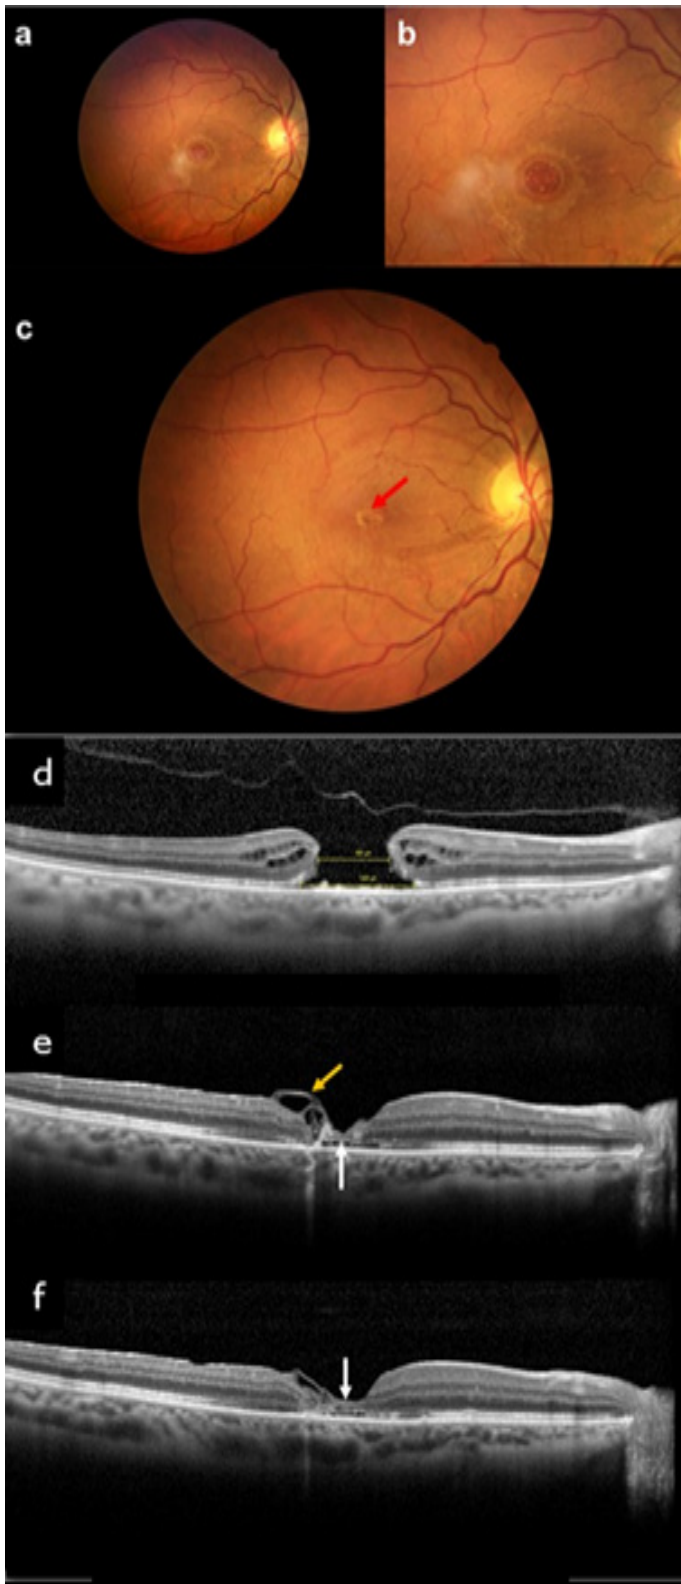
Pre- and postoperative retinography and tomographic appearance of a large idiopathic macular hole operated by the temporal inverted flap technique (a,b) Preoperative retinography (b) high magnification) in a 62-year-old woman showing a full thickness macular hole (TM) evolving for 10 months exposing the pigment epithelium with lifting of the TM edges; (c) Retinography at 1 month post-op showing closure of the hole (red arrow); (d) Pre-operative OCT-SD showing a large macular hole of 721 μm ; best corrected visual acuity (BCVA) at distance at 2 LogMAR with absolute central scotoma; (e) OCT-SD at 1 month post-op: closure of the macular hole with formation of the inner retinal bridge connecting the 2 edges of the macular hole (white arrow), the outer neuroretina is not yet developed. The temporal flap is clearly visible (yellow arrow). The BCVA was 1.4 LogMAR with a decrease in the size of the central scotoma; (f) OCT-SD at 3 months post-op: healing of the U-shaped foveal contour and regeneration of the outer limiting membrane without IS/OS line (white arrow) with a BCVA at 1.1 LogMAR and complete disappearance of the central scotoma.
